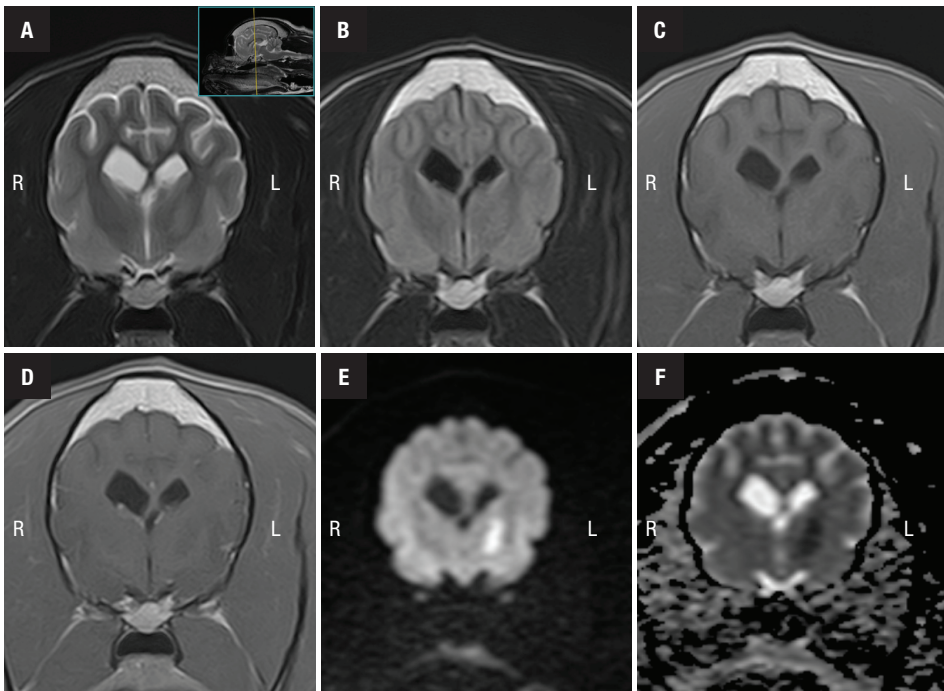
RM. Encéfalo. Planos transversales. Imágenes potenciadas en T2 (A), FLAIR (B), T1 (C), T1 tras administración de contraste (D), difusión (E) y coeficiente de difusión aparente -ADC- (F).
